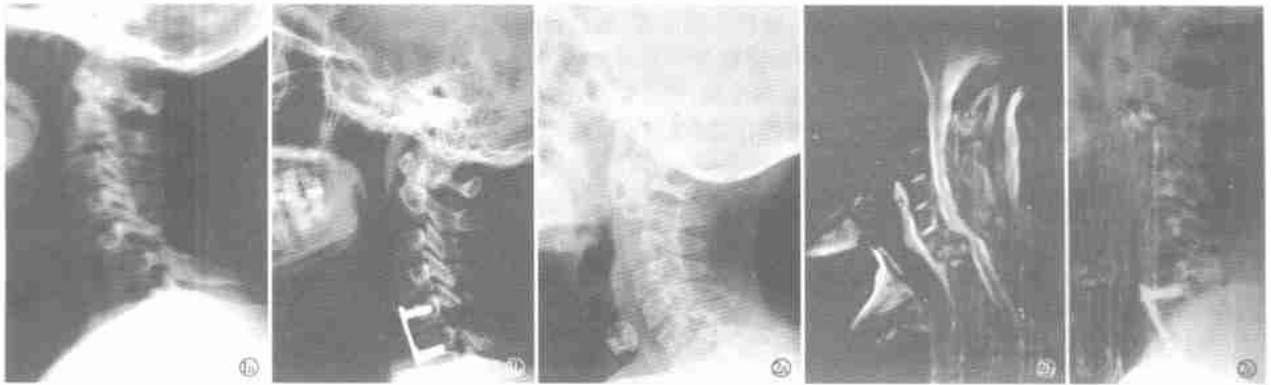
C₅ 陈旧性脱位。a: 术前侧位 X 线片。b: 前后路联合手术 AO 钢板内固定术后 X 线片。图 2 C₇ 椎体骨折伴 C₆₋₇ 脱位。a: 术前侧位 X 线片。b: 术前 MRI 片。c: 前后路手术 Window 钢板内固定后 X 线片。
